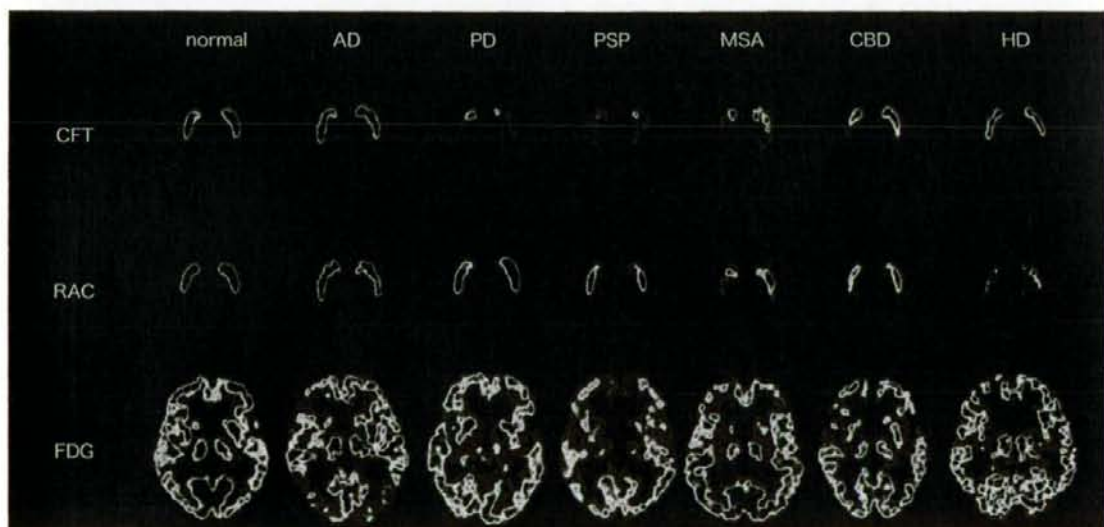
パーキンソン病関連疾患の PET 画像による鑑別
